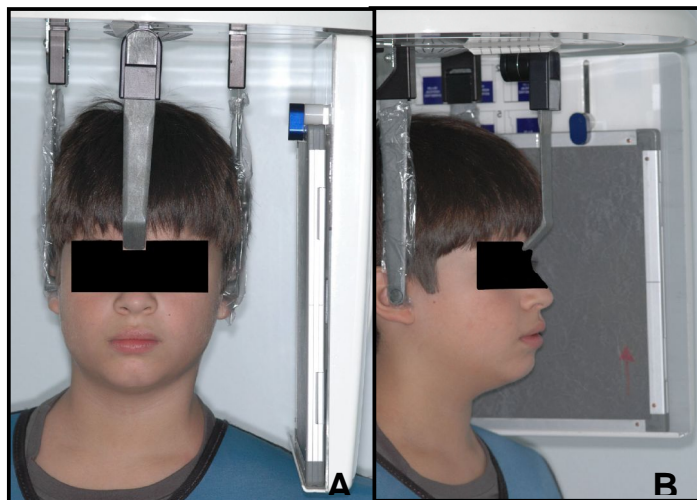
Paciente posicionado para obtenção da telerradiografia lateral do crânio, (A) vista frontal e (B) vista lateral.
